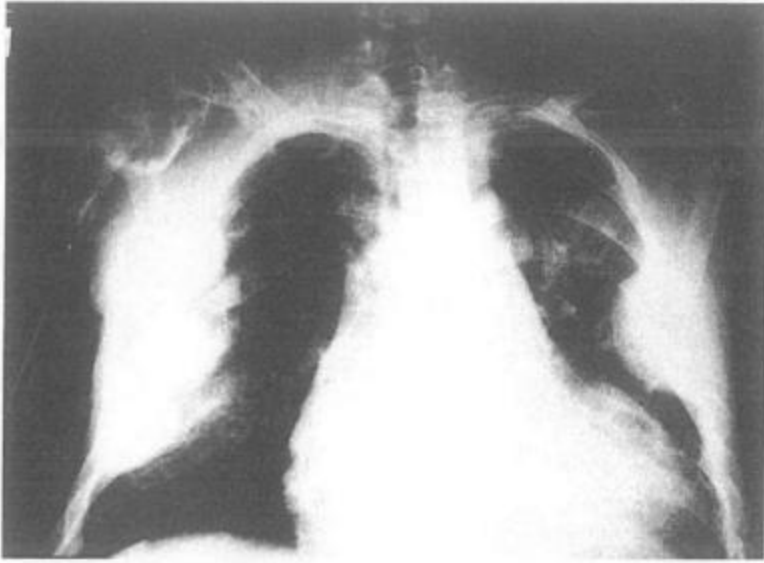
Sağda daha belirgin olmak üzere, özellikle parahiler alanda infiltrasyon, üremik akciğer (Arka-ön akciğer grafisi). Benzer görünüm akciğer ödemi ve hipervolemide de izlenebilir.
